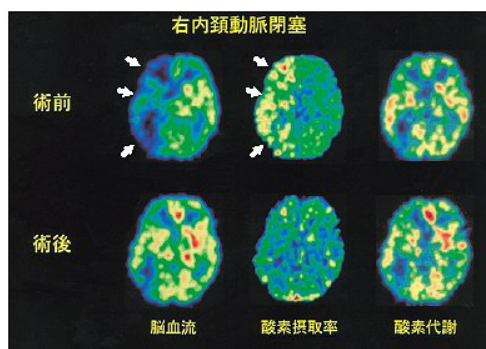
15O-酸素ガスによる脳の PET 検査 (参考:²⁾)
